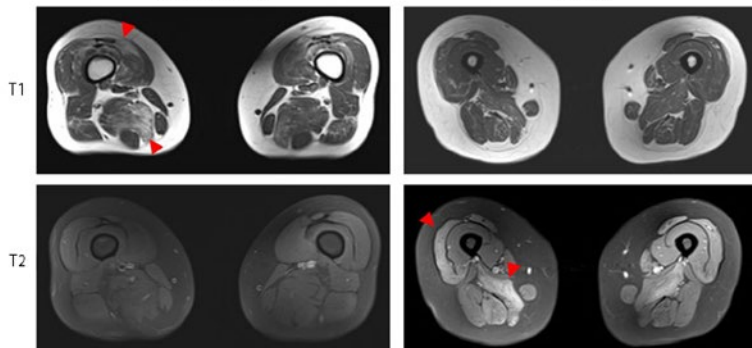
MRT-Veränderungen bei Muskeldystrophie und Myositis. Muskeldystrophie: Die T1-gewichtete Sequenz zeigt milde bis mäßiggradige fettig-bindegewebige Umbauvorgänge (rote Pfeilspitzen) mit deutlicher Seitenasymmetrie als vergleichsweise typischen MRT-Befund bei einer Patientin mit FSHD. In der T2-Sequenz ergeben sich keine Ödeme. Myositis: Typische bildmorphologische Befunde bei einer Patientin mit SRP-positiver, immunvermittelter nekrotisierender Myopathie. In der T1-Sequenz ergeben sich keine relevanten fettig-bindegewebigen Veränderungen. Die T2-Sequenz zeigt deutliche, teils fleckförmig imponierende, teils den gesamten Muskel betreffende Ödemzonen (rote Pfeilspitzen).
